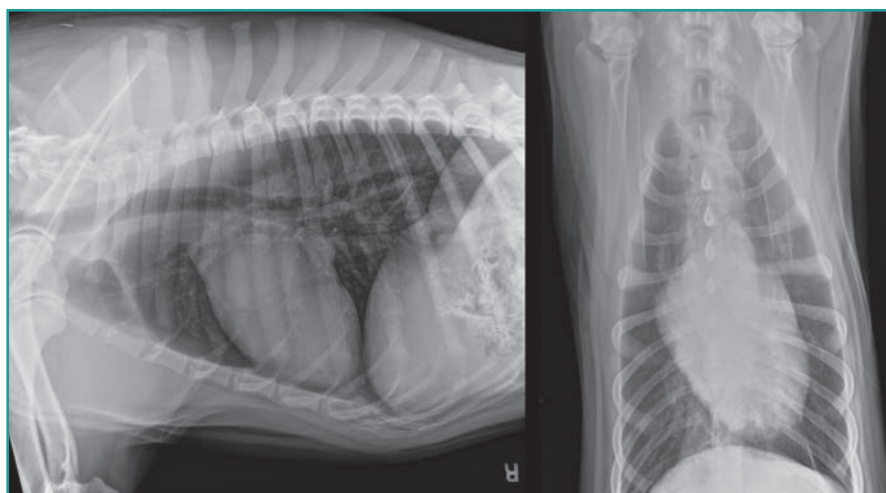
Radiografie laterale destra e ventro-dorsale del torace del paziente.
